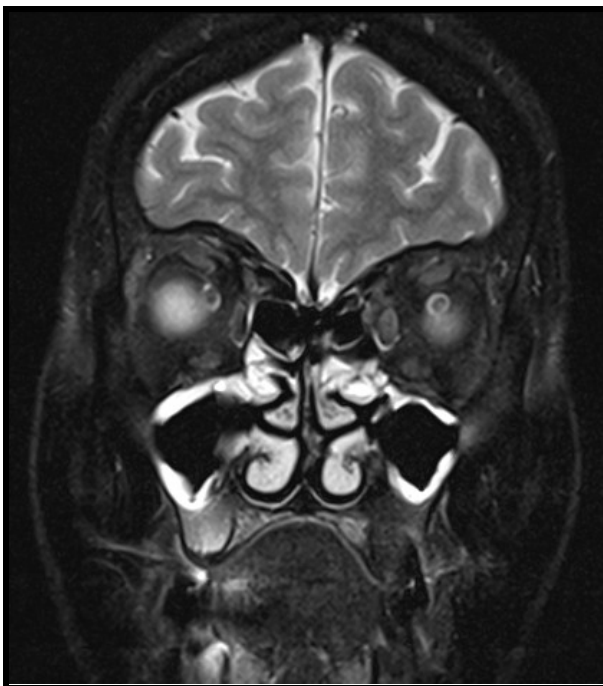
МРТ носа и околоносовых пазух: гиперплазия слизистой оболочки верхнечелюстных пазух – коронарная проекция
